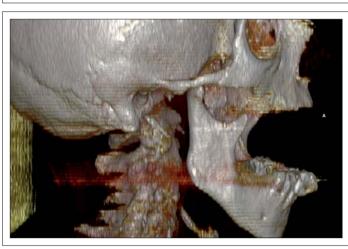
82-jährige Patientin mit Kiefersperre und klini schem Verdacht auf Trauma oder Metastasierung eines Mamma-CA. Das Low-dose-CT bestätigt in allen Ebenen
